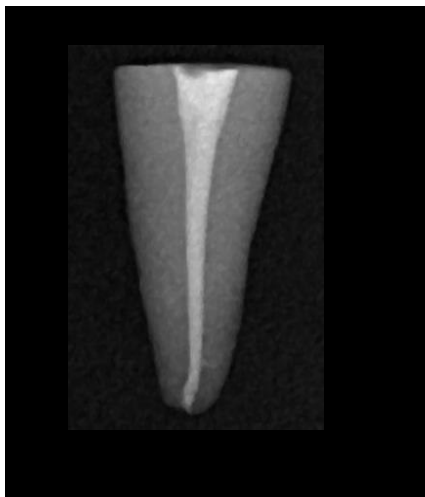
Radiografía de obturación final.
